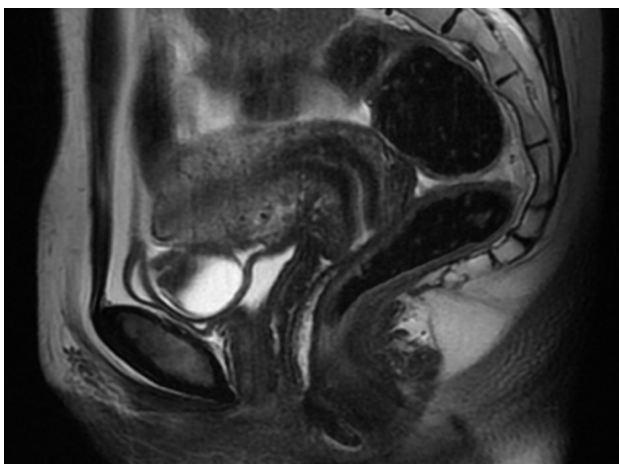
RMN pélvica Sagital potenciada en T2. Nódulo solido-quístico compatible con mioma con degeneración quística. Foco de endometriosis profunda.
